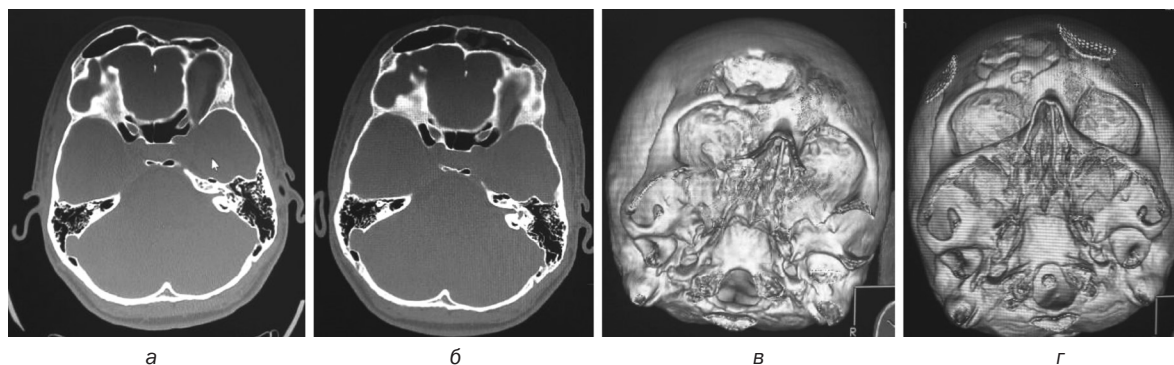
КТ до и после операции (а, б); 3D-реконструкция до и после операции (в, г)
